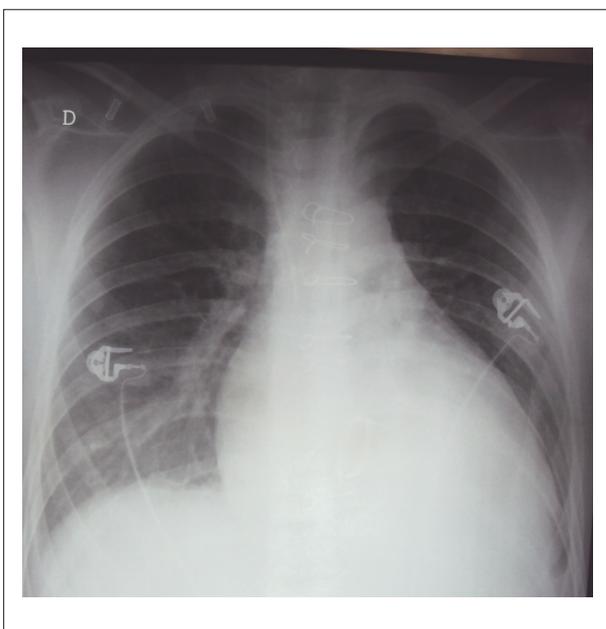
Radiografía de tórax en período post operatorio inmediato muestra acentuado aumento de las cavidades derechas, arco medio escavado y trama vascular pulmonar disminuida, como la del pre operatorio, sugestiva de la anomalía de Ebstein.
